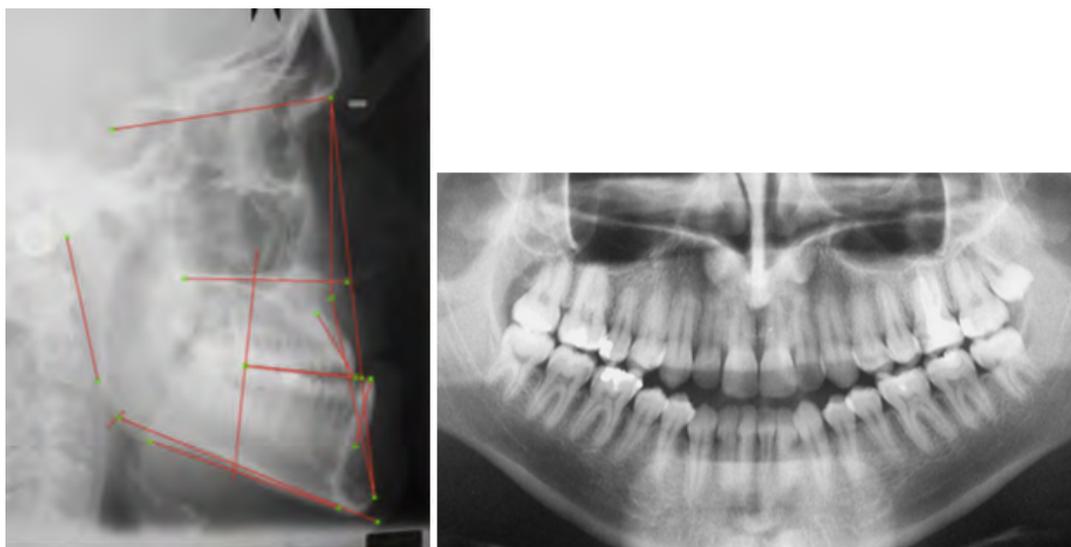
Radiographies de départ. A gauche : Téléradiographie de profil avec tracé IBO. A droite : Panoramique dentaire. (10)
